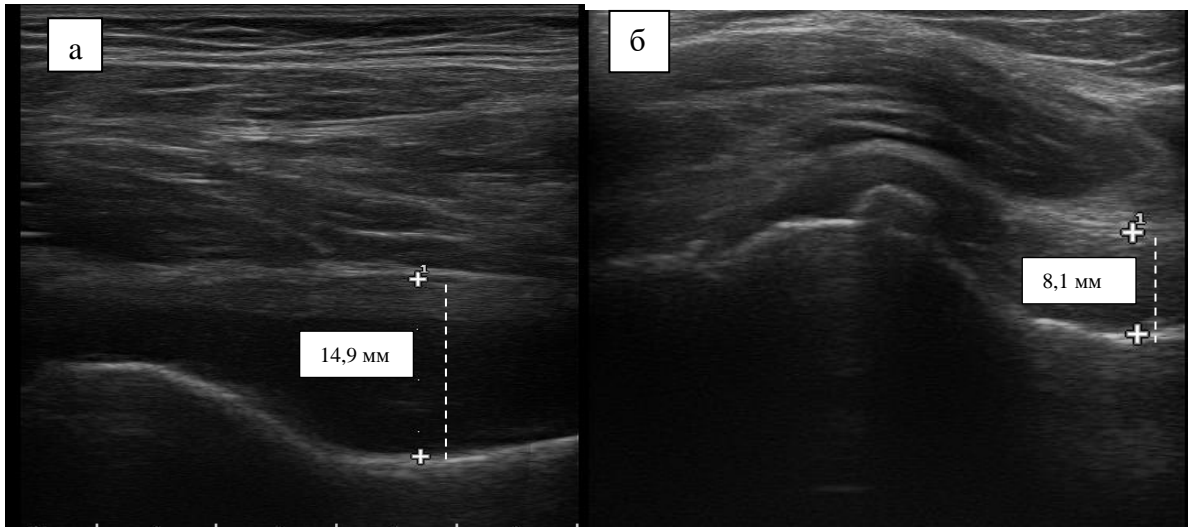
Больной Л. УЗИ левого ТБС
